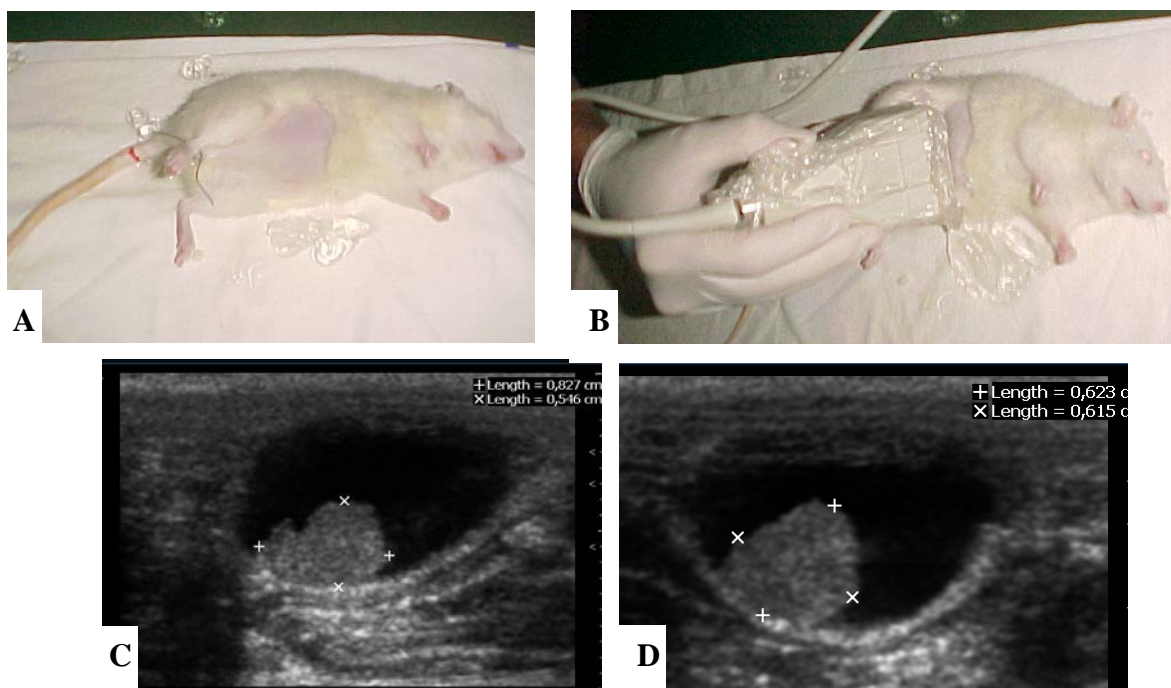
Ultrassonografia- A- Rata anestesiada preparada para ultrassonografia de bexiga B – Sonda linear no abdome. C- Ultrassonografia: imagem vegetante tumoral projetando-se para o interior da bexiga cheia (janela acústica vesical). Medidas de seus maiores diâmetros (cortes transversal e sagital) Grupo M - Rato 3 - 40 semanas.
